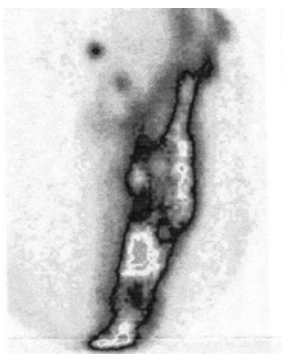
Флебосцинтиграмма: визуализируются коллатерали подколенного коллектора при тромботической окклюзии подколенной и поверхностной бедренной вен
